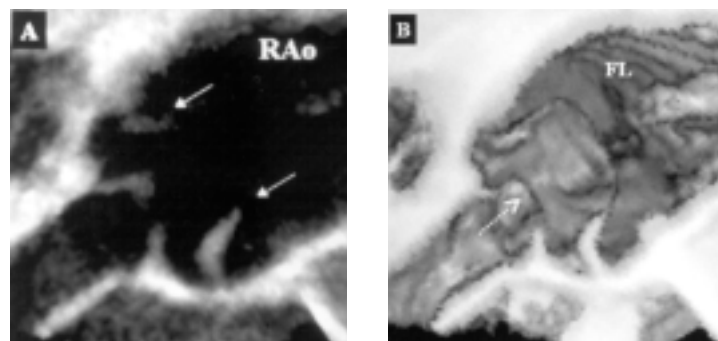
A. Imagen transesofágica bidimensional de un paciente con disección de la raíz de la aorta (RAo). Las flechas señalan el "flap" endotelial en sístole. B. Estudio con ecocardiografía tridimensional de la misma región y en el mismo momento del ciclo cardíaco en el que el "flap" de endotelio se aprecia como una lengüeta que separa la falsa luz (FL) de la luz verdadera, cuya entrada se encuentra señalada con la flecha discontinua.
